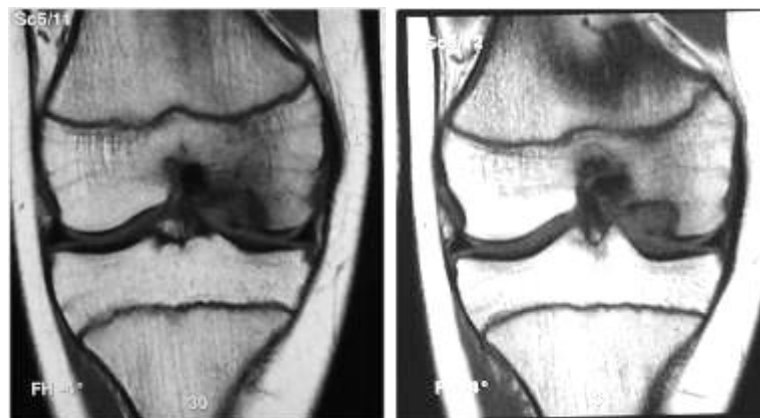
Сагиттальные срезы МРТ - томограмм.
